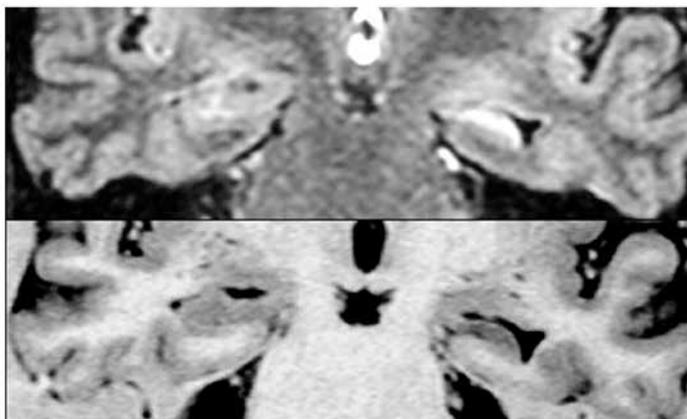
Na parte superior da figura, sequência coronal pesada em FLAIR mostrando hipersinal no hipocampo esquerdo. Na parte inferior, a sequência coronal em IR mostra redução volumétrica e perda da estrutura interna do hipocampo esquerdo, que se encontra verticalizado em relação ao direito. Os achados nesse caso são compatíveis com esclerose hipocampal esquerda.
